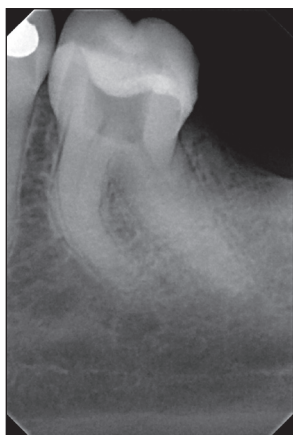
X-ray of tooth 36 prior to root canal treatment. Mesial canals curved in the form of "arch"/ "C" letter. Distal root and canal curved distally.
